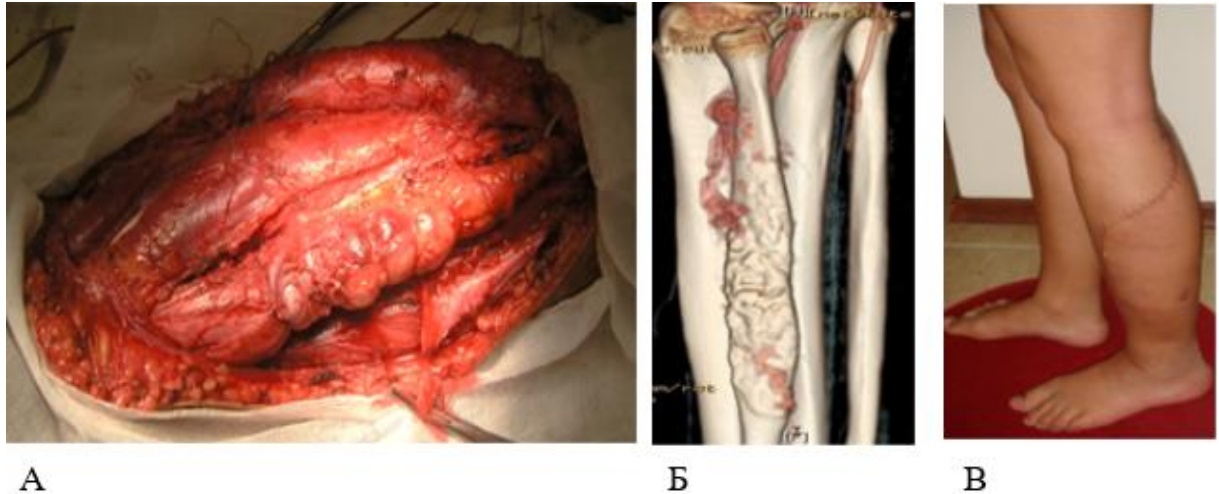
Клінічний випадок пацієнтки з групи III: А) прошивання м'язів латеральної групи гомілки в зоні АВМ (після лігування судинного пучка); Б) МСКТ-ангіографія (контроль); В) вид кінцівки в пізньому післяопераційному періоді.
